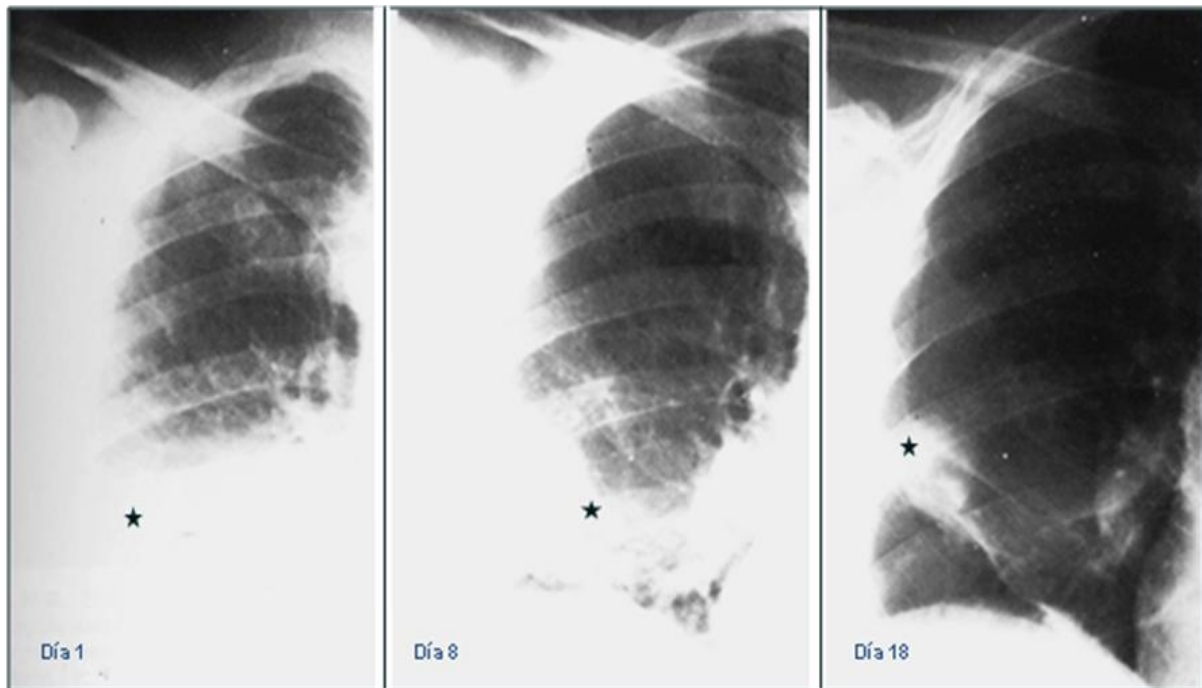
77. Serie de radiografías de tórax de un paciente con un Infarto pulmonar (★). La radiografía al ingreso muestra una opacificación en la base pulmonar derecha que tiende a la reducción concéntrica de su tamaño en un lapso de 18 días, como hielo que se derrite.
